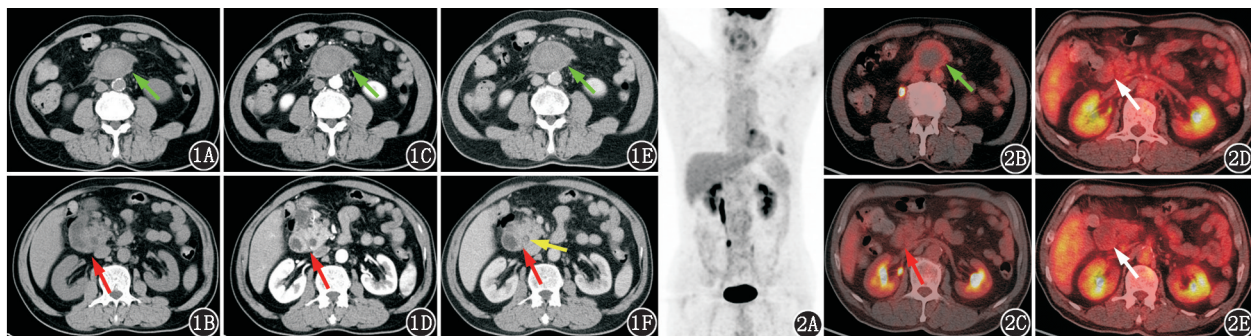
十二指肠旁占位患者(男,65岁)腹部增强CT图。1A,1B. CT平扫;1C,1D.动脉期;1E,1F.延迟期。十二指肠水平段前下方见囊实性肿物,囊内容物密度稍高,囊壁均匀增厚,增强扫描囊壁呈渐进性强化(绿箭头示);胰头略肿大,胰头与十二指肠降部的间隙消失,可见延迟强化条片状影(红箭头示),十二指肠降段与水平段肠壁增厚伴强化;延迟期见胆总管胰内段可疑类圆形小结节影(黄箭头示) 图2 该患者¹⁸F-脱氧葡萄糖(FDG)PET/CT显像图。2A.最大密度投影;2B~2E. PET/CT横断面融合图。十二指肠水平段前下方见囊实性肿物,囊壁呈环形代谢摄取增高(绿箭头示);胰头略肿大,代谢未见明显增高(红箭头示);十二指肠降段肠壁增厚,代谢略增高(白箭头示)
